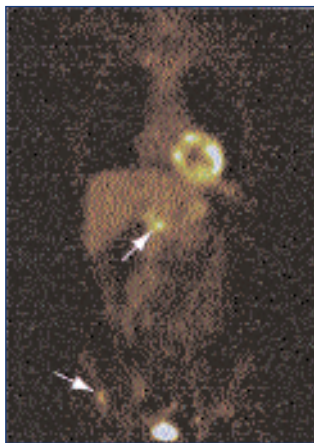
Imagen de PET-TAC de un paciente varón de 42 años con cáncer testicular. En esta imagen se muestra un incremento de captación en el íleon terminal y en ganglios celiacos. La localización de estos focos de hipermetabolismo ha sido posible gracias a la fusión de imágenes.
